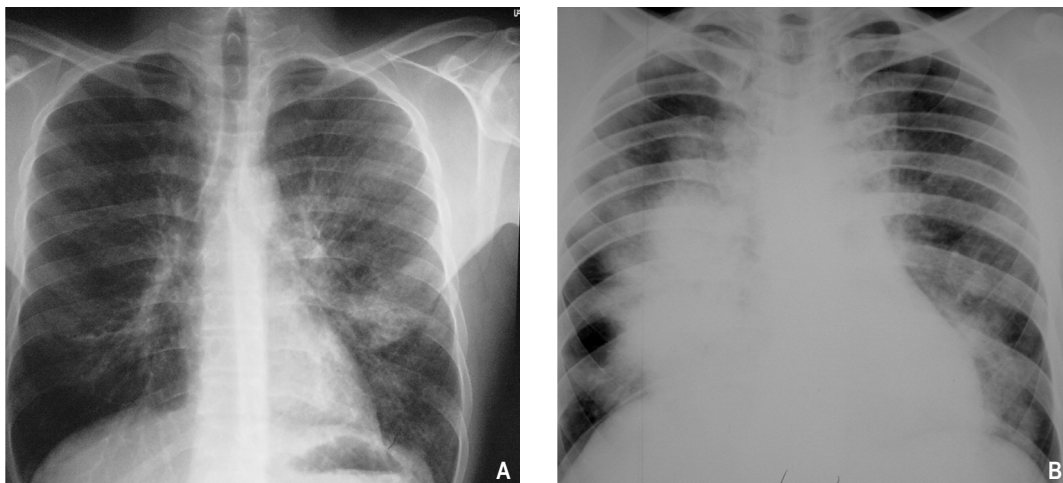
Duas telerradiografias de tórax PA. Ambas são de doentes com proteinose alveolar. A – revela um padrão alveolar difuso com infiltrados dispersos e B – apresenta um padrão nodular com infiltrados confluentes.
